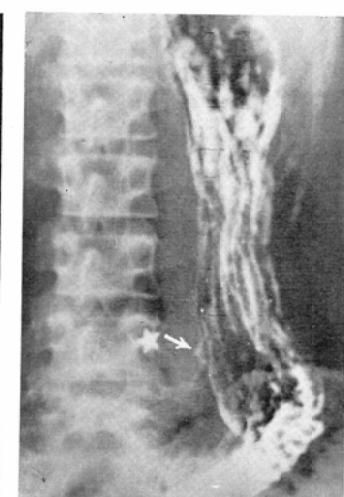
Forty-one years old female who has a history of abdominal pain, sensation of fullness and heart burn of one month duration. The stomach is markedly ptotic with considerable fluid retention (arrows). This roentgenogram showing in order to inject the barium suspension through the catheter which has been introduced into the stomach. (Fig. 1-9. of serial roentgenograms are examination due to catheter methods.)
